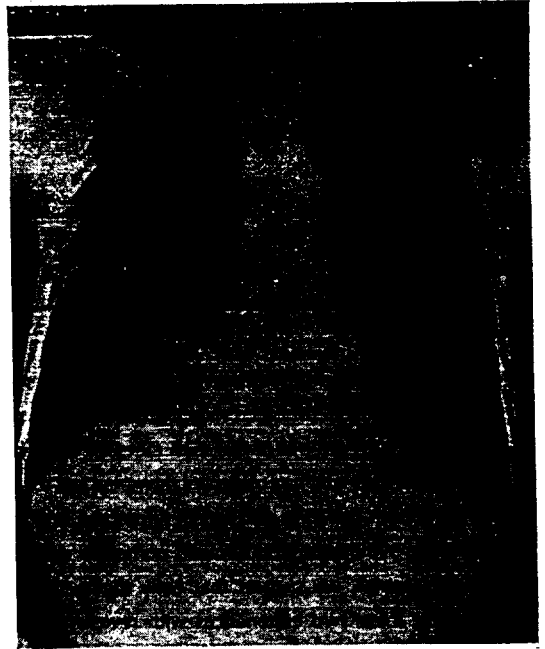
Preoperative Chest X-ray film of case 1.
